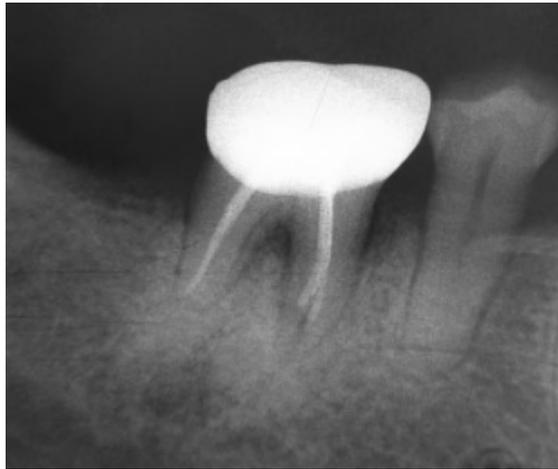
radiographie d'une 46 (51).
